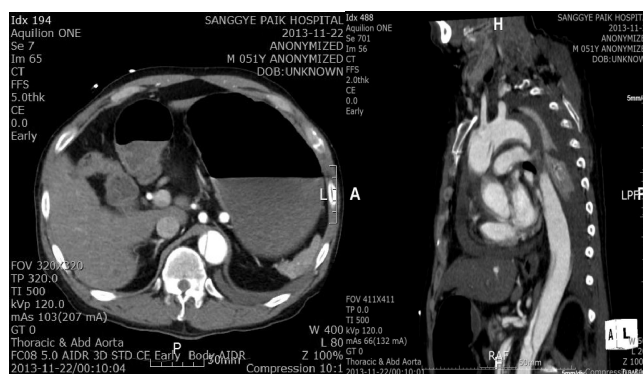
사례환자의 흉부 컴퓨터단층촬영(CT)
